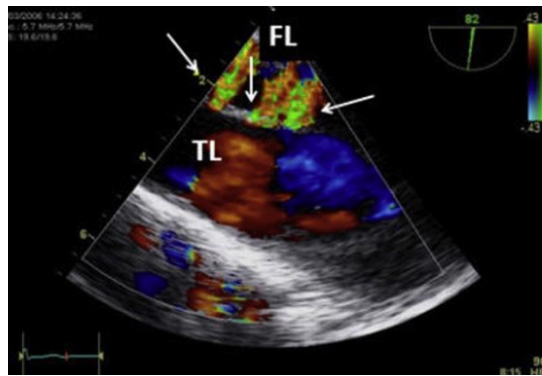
经食道超声心动图纵向切面，彩色多普勒显示多处再破口的位置（箭头所示），血流从真腔（TL）流入假腔（FL）。再破口入点是一段时间后假腔不闭合的主要原因。
